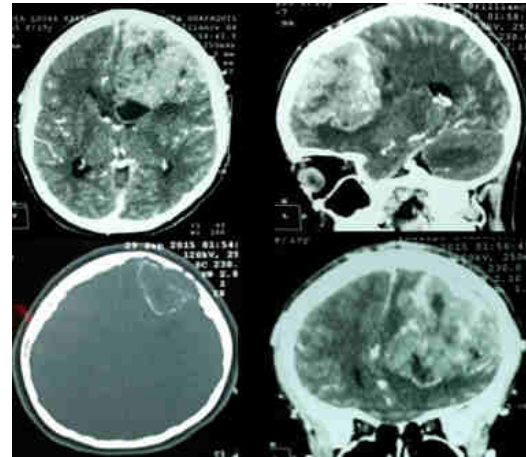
TAC craneal con contraste evidencia voluminosa lesión frontal izquierda que captaba de forma irregular el medio de contraste, ejercía efecto de masa sobre el sistema ventricular y desviación de línea media. En secuencia ventana ósea se observaba imagen lítica del hueso frontal derecho en relación a invasión del tumor.
